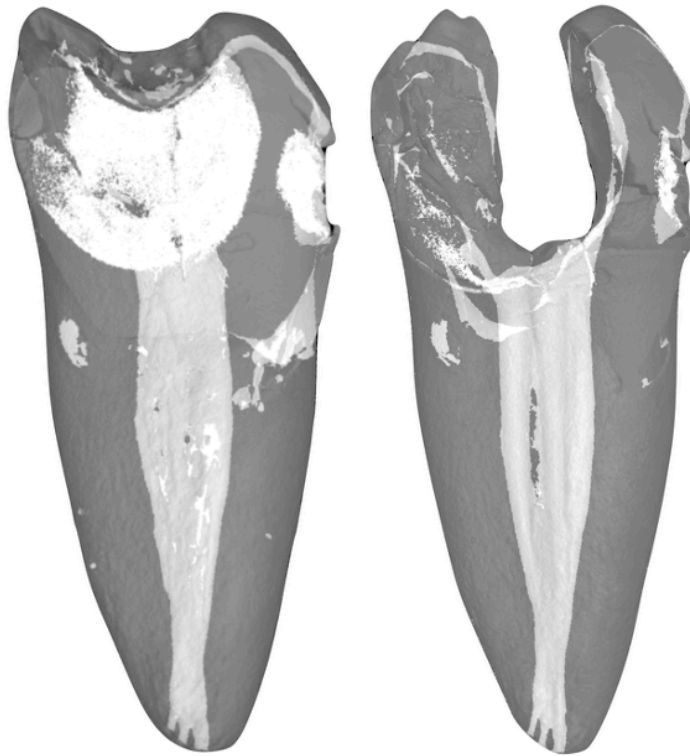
Ambas imágenes son obtenidas mediante micro-CT, una vez obtenido el STL. A la izquierda antes de la instrumentación y a la derecha una vez finalizada esa fase, la cual se realizó con WaveOne Gold hasta 35.06.
